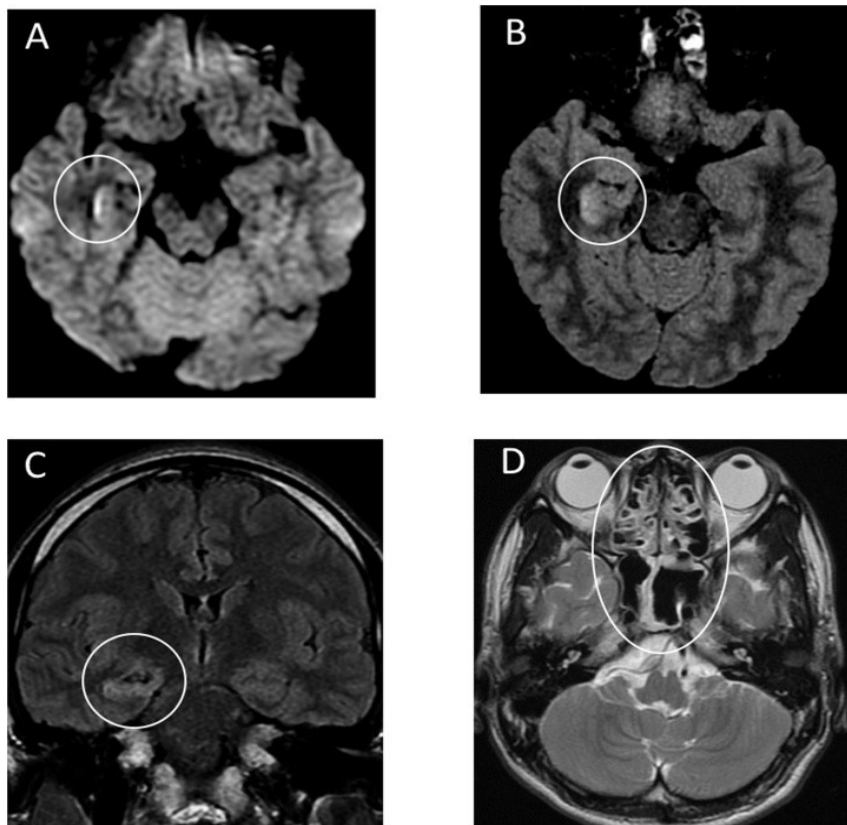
МРТ головного мозга, проведённая через 20 часов после поступления. А: диффузно-взвешенные изображения (DWI) показали гиперинтенсивность вдоль стенки нижнего рога правого бокового желудочка. В, С: режим FLAIR: гиперинтенсивные изменения сигнала в правой мезиальной височной доле и гиппокампе с лёгкой атрофией гиппокампа. Эти данные указывают на правосторонний венитрикулит и энцефалит, главным образом в правой мезиальной доле и гиппокампе. D: T2-взвешенное изображение показало пан-параназальный синусит [35].
